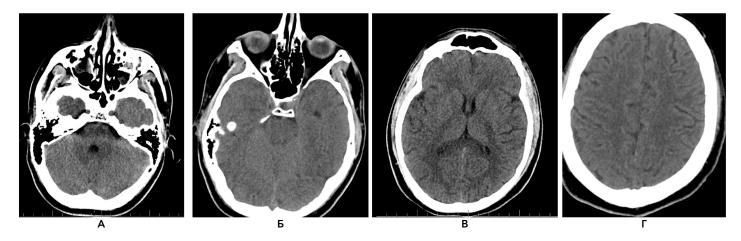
МСКТ головного мозга. Данных за базальное (A, Б) и конвекситальное (Г) субарахноидальное кровоизлияние, структурную патологию (В) не выявлено
